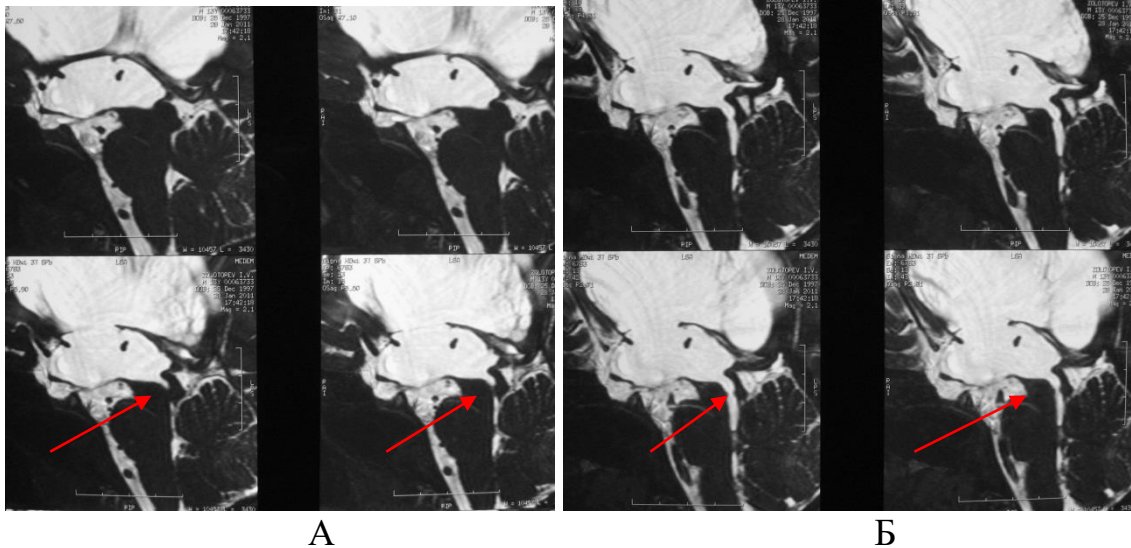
МРТ головного мозга. Наблюдение № 53, больной Г., 2 года, история болезни №946-12. Д-з: Окклюзионная гидроцефалия. Расположение мембраны в водопроводе мозга и после её устранения указано стрелками: А – до проведения реканализации водопровода мозга; Б – после восстановления его проходимости
